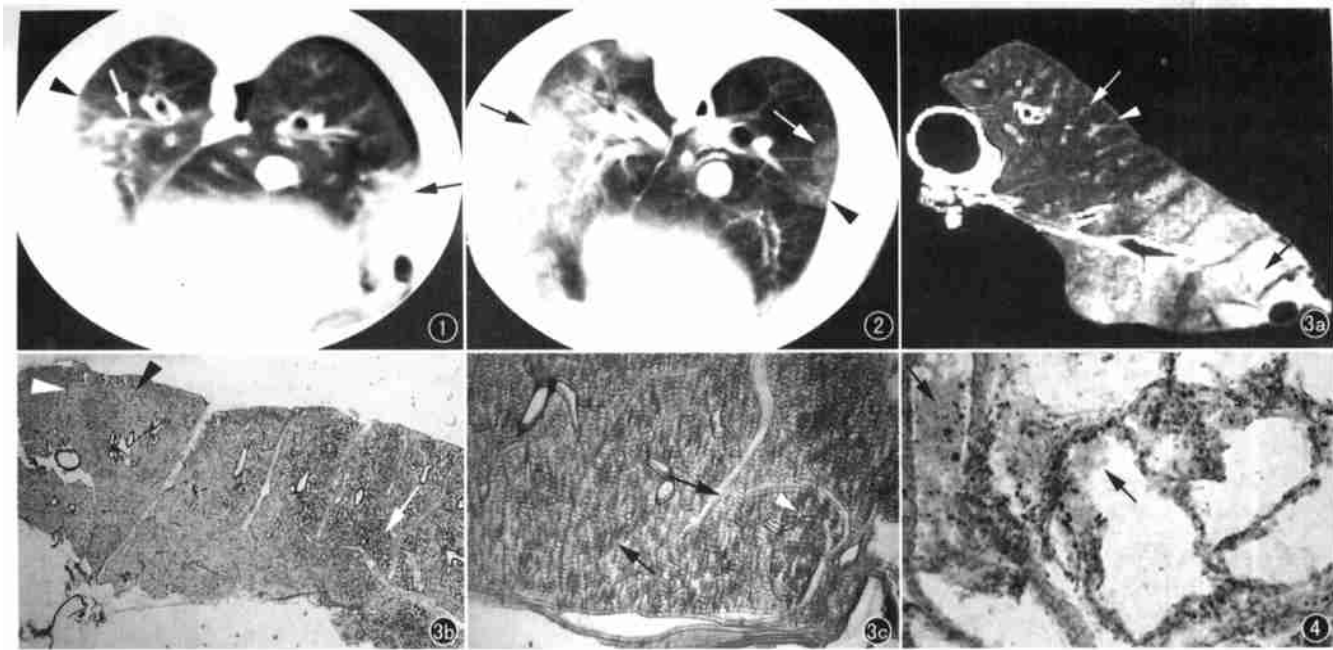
实验组 CT: 右侧气胸, 两下肺野外带亚段、小叶实变(黑箭), 肺野磨玻璃样改变(箭头), 支气管血管束边缘模糊(白箭)。
